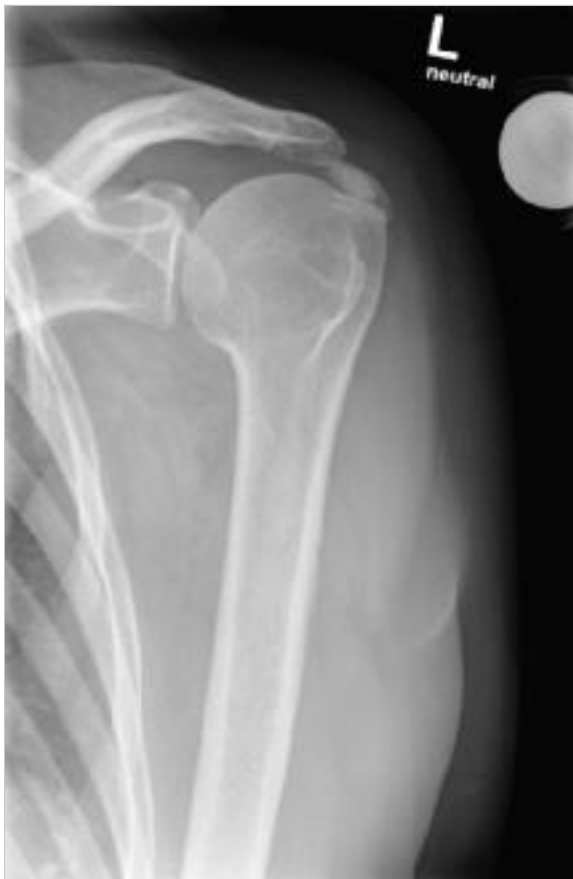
Röntgenbild mit Kalkdepot in der Supraspinatussehne. (Quelle: Universitätsklinik Balgrist, Zürich)
